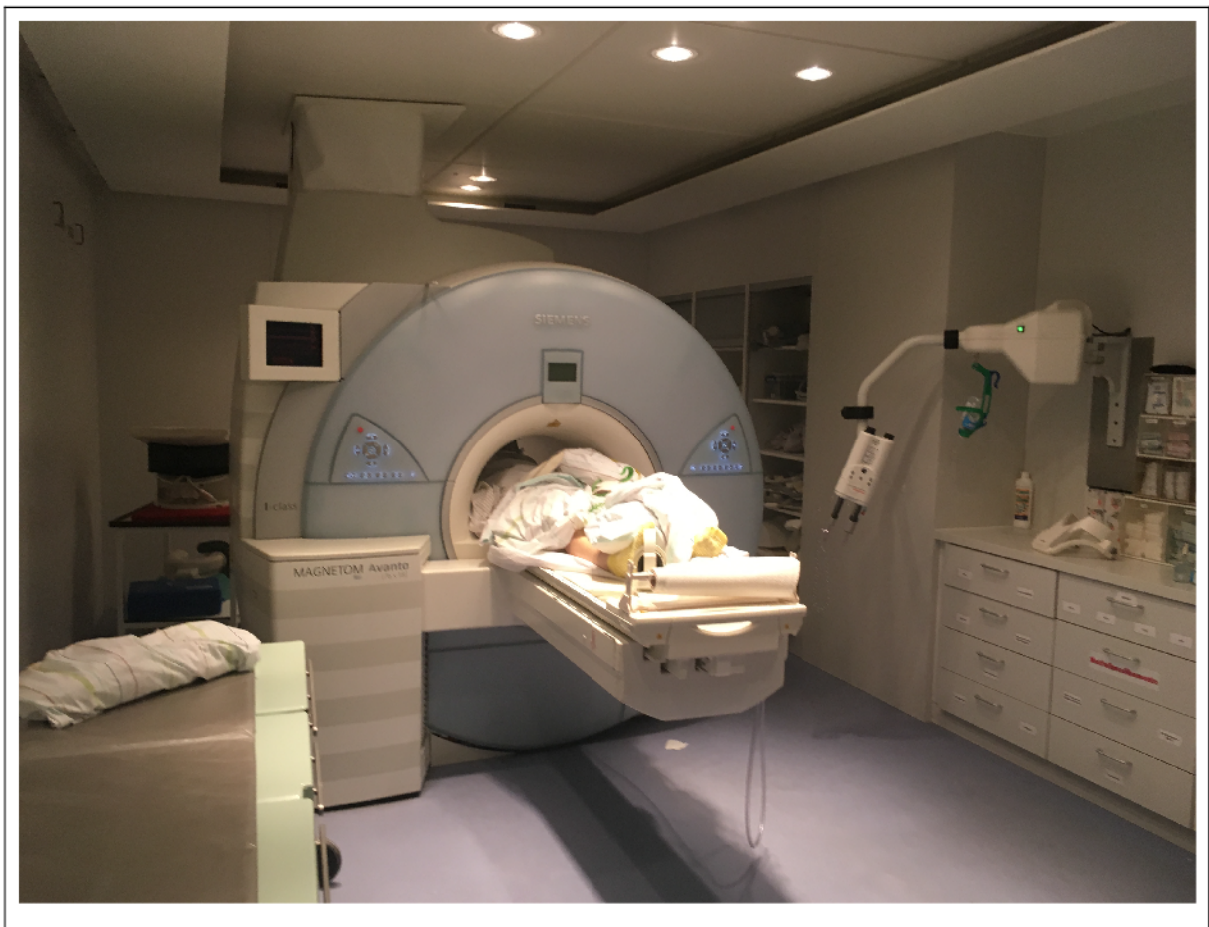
1,5 Tesla MRT von Siemens (eigenes Foto).
